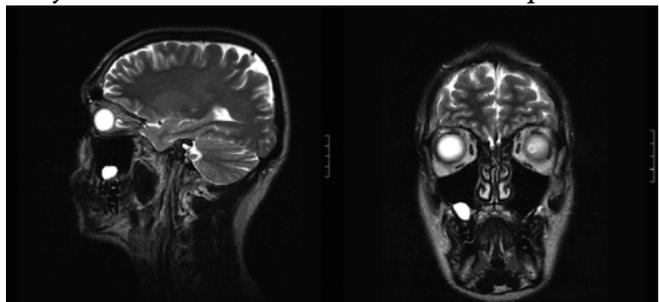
Тот же больной. 23 года. 05.10.2010. – МРТ.
